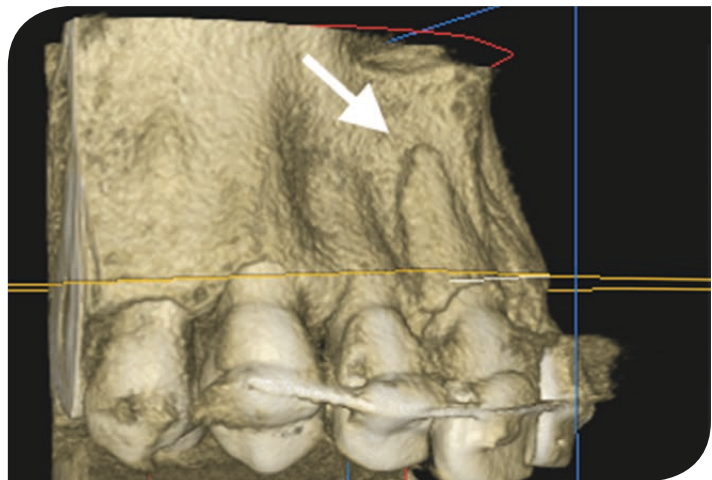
Rekonstrukcja pseudotrójwymiarowa CBCT, na której uwidoczniono wierzchołek przemieszczonego korzenia zęba 11 poza wyłamaną blaszkę zębodołu (strzałka)
